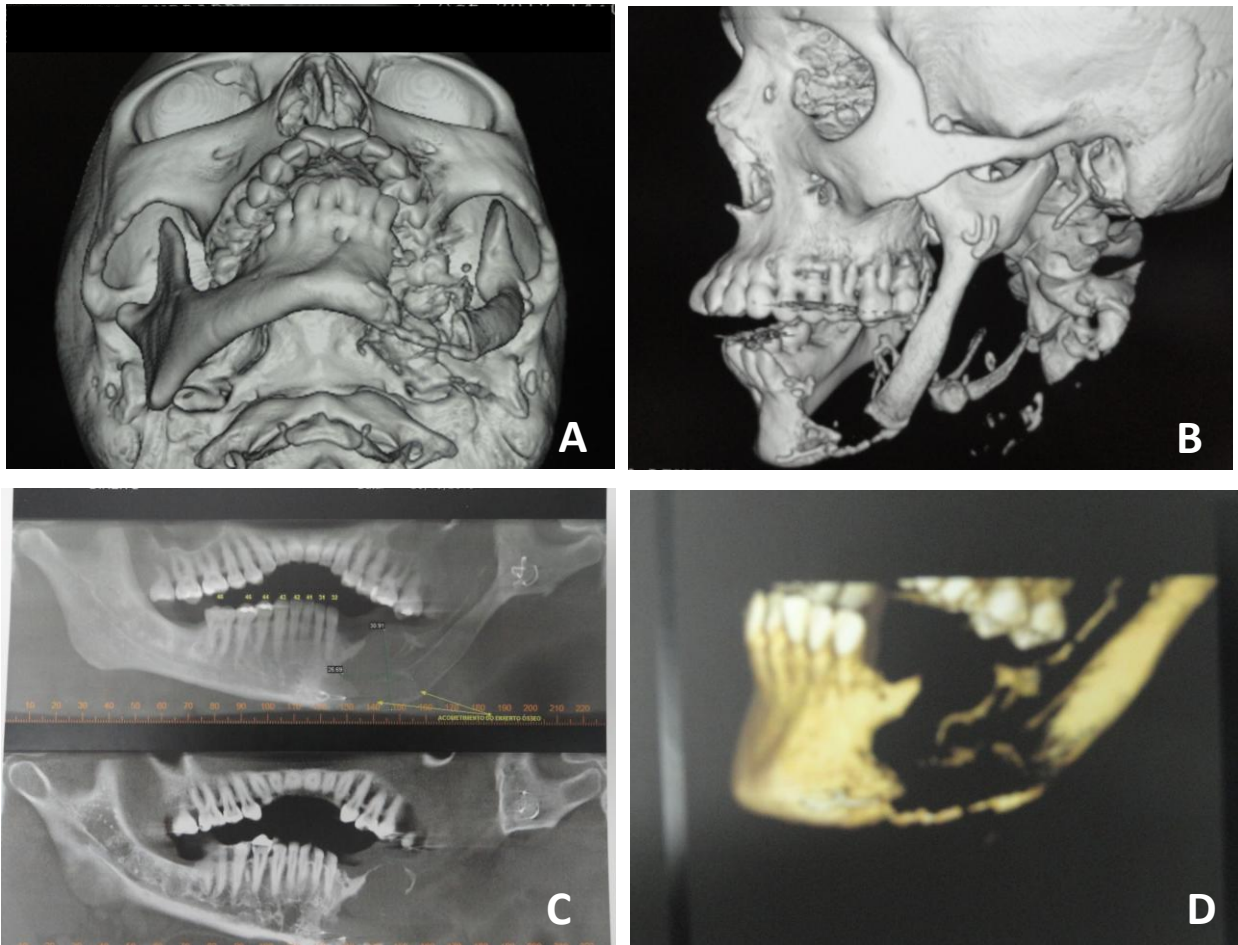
Tomografia Computadorizada. A: reconstrução 3D vista ântero-posterior. B: reconstrução 3D vista lateral. C: vista panorâmica. D: vista lateral.
